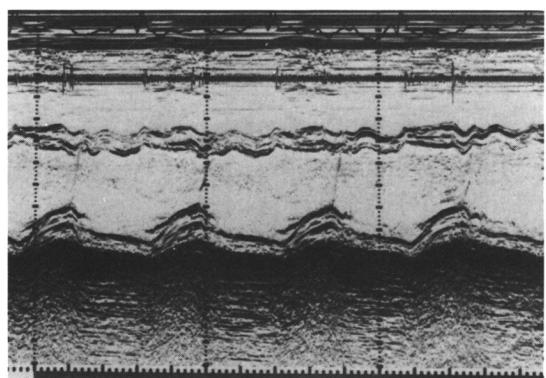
M-mode echocardiogram demonstrates dilatation of the right ventricle and abnormal septal motion.
